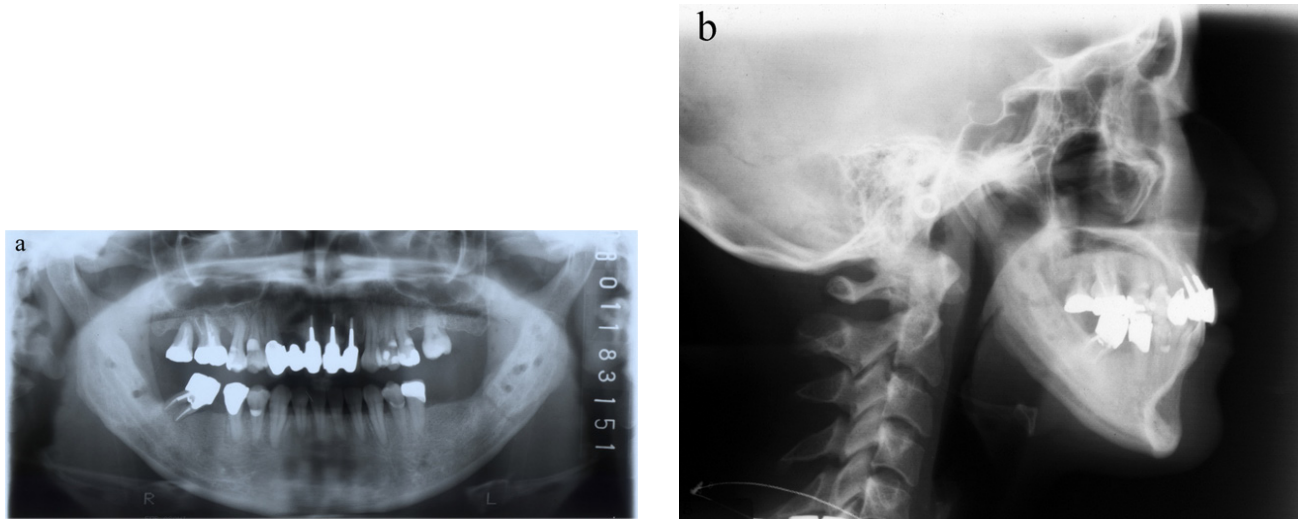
Posttreatment panoramic and cephalometric radiographs.
